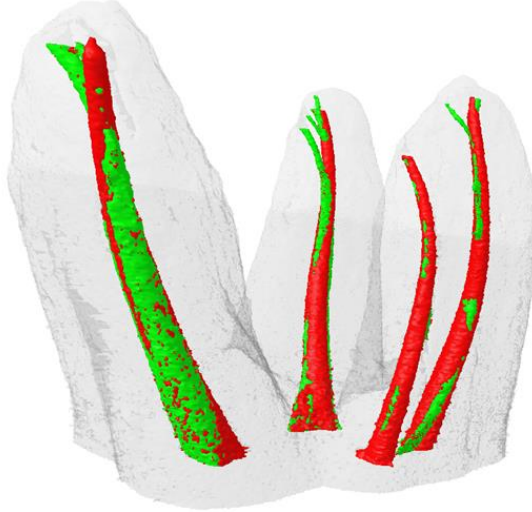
Minimal invaziv kavite uygulanmış dişte SAF ile prepare edilen kök kanallarının mikro-BT görüntüsü. (Kırmızı alanlar enstrümanle edilen yüzeyleri, yeşil alanlar enstrümanle edilmeyen yüzeyleri göstermektedir.)
